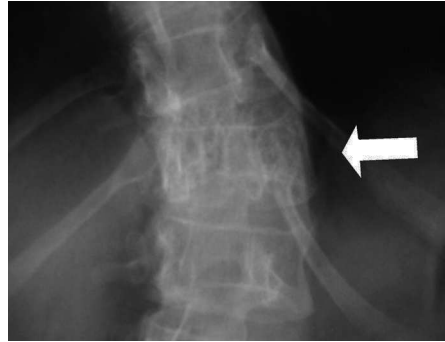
Radiografía en proyección antero-posterior.
